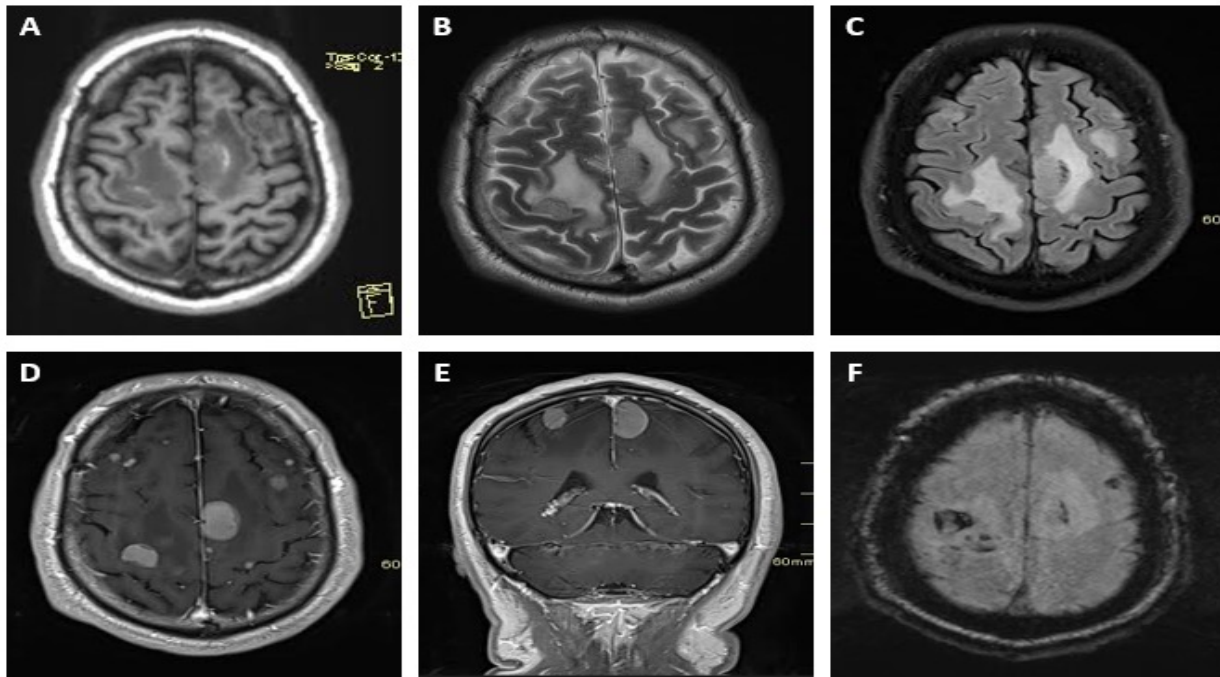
Secuencias en resonancia de lesión intracerebral. A, Secuencia T1 donde se observa varias lesiones hipointensas difusas en ambos hemisferios cerebrales. B, Secuencia T2. C, Secuencia FLAIR, donde se observan las mismas lesiones hiperintensas con gran edema vasogénico. D y E, Secuencias T1 contrastadas donde se observan múltiples lesiones que realzan homogéneo, se insinúa realce anular. F, Secuencia SWI donde se evidencia hipointensidades compatibles con hemorragia intratumoral. El caso fue compatible con metástasis de melanoma. Tomada de archivo con consentimiento del paciente.
